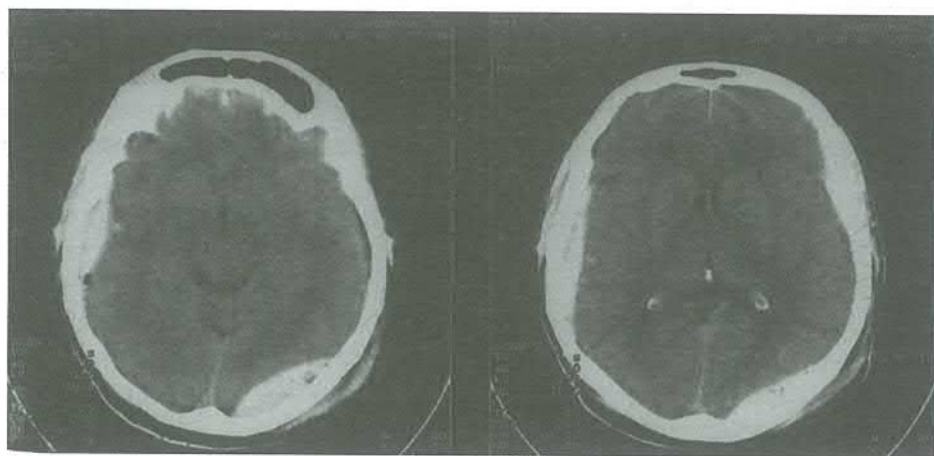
Pacientul E. Tomografia Nr. 214. Hematom epidural în regiunea occipitală pe stânga cu trecere în fosa craniană posterioară și hematom epidural în regiunea temporală pe dreapta cu compresia encefalului. Fractură liniară a oaselor parietal și temporal pe stânga
